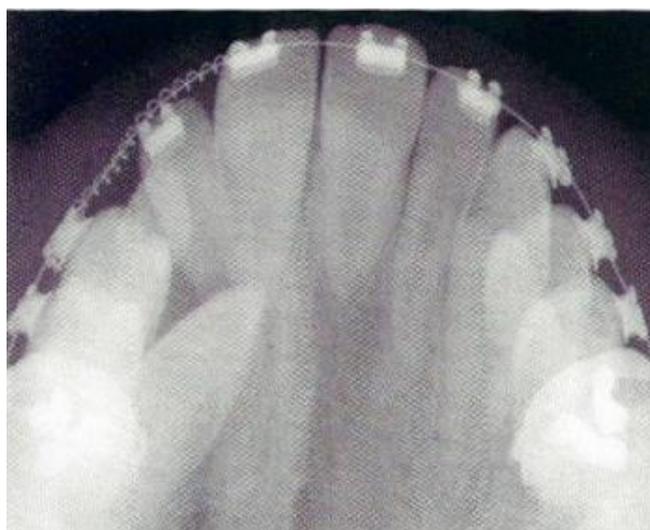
Radiografia oclusal para a visualização do canino impactado e a sua relação com os dentes adjacentes.
